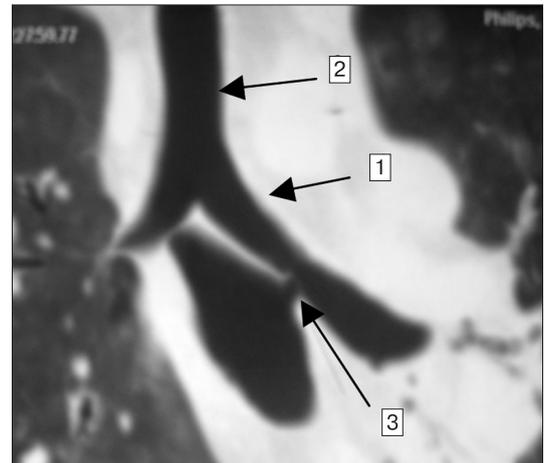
КТ органов грудной клетки, фронтальный срез.
